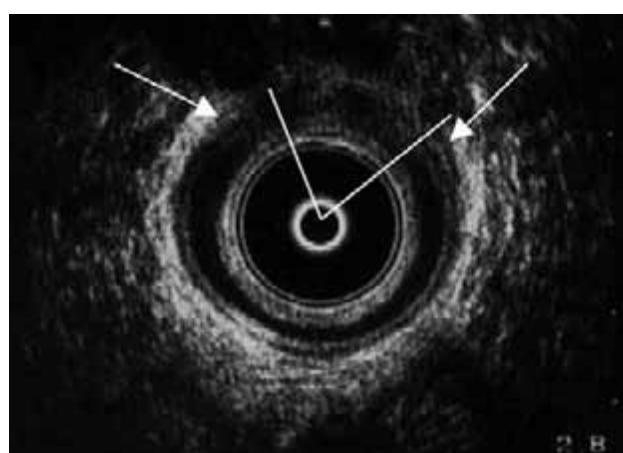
Ultrasonido endoanal en el tercio medio del conducto anal. Lesión anterior del complejo esfinteriano. Las flechas muestran los extremos del esfínter anal externo (anillo hiperecogénico) y la zona entre las líneas el defecto en el esfínter anal interno (anillo hipoecogénico).
